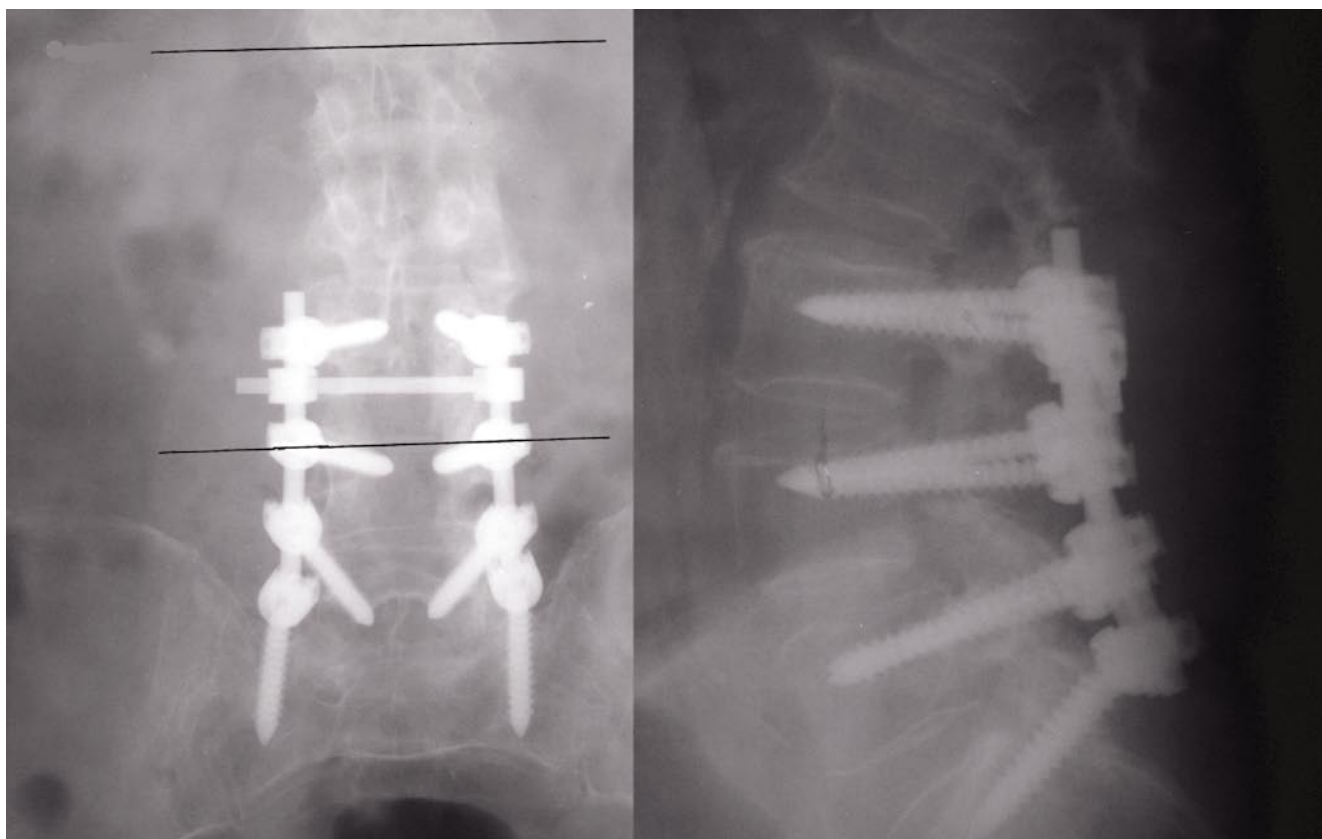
2В. Рентгенограммы после оперативного вмешательства ламинэктомии L4, частично L3, ТПФ L3-L4-L5-S1 (деформация в сагиттальной плоскости устранена)
